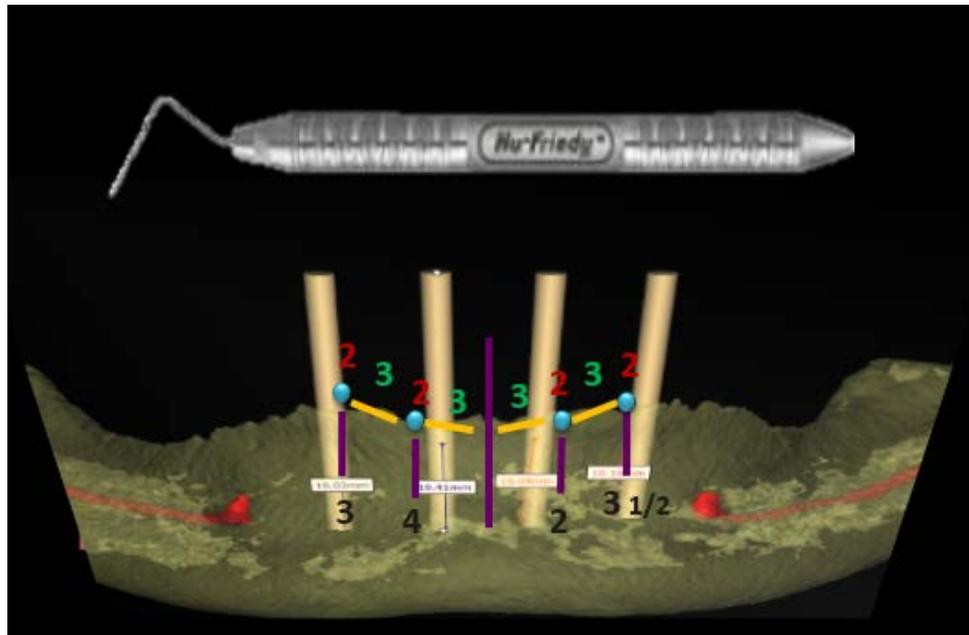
Medidas obtenidas en el ondeo transportadas a la TAC.
